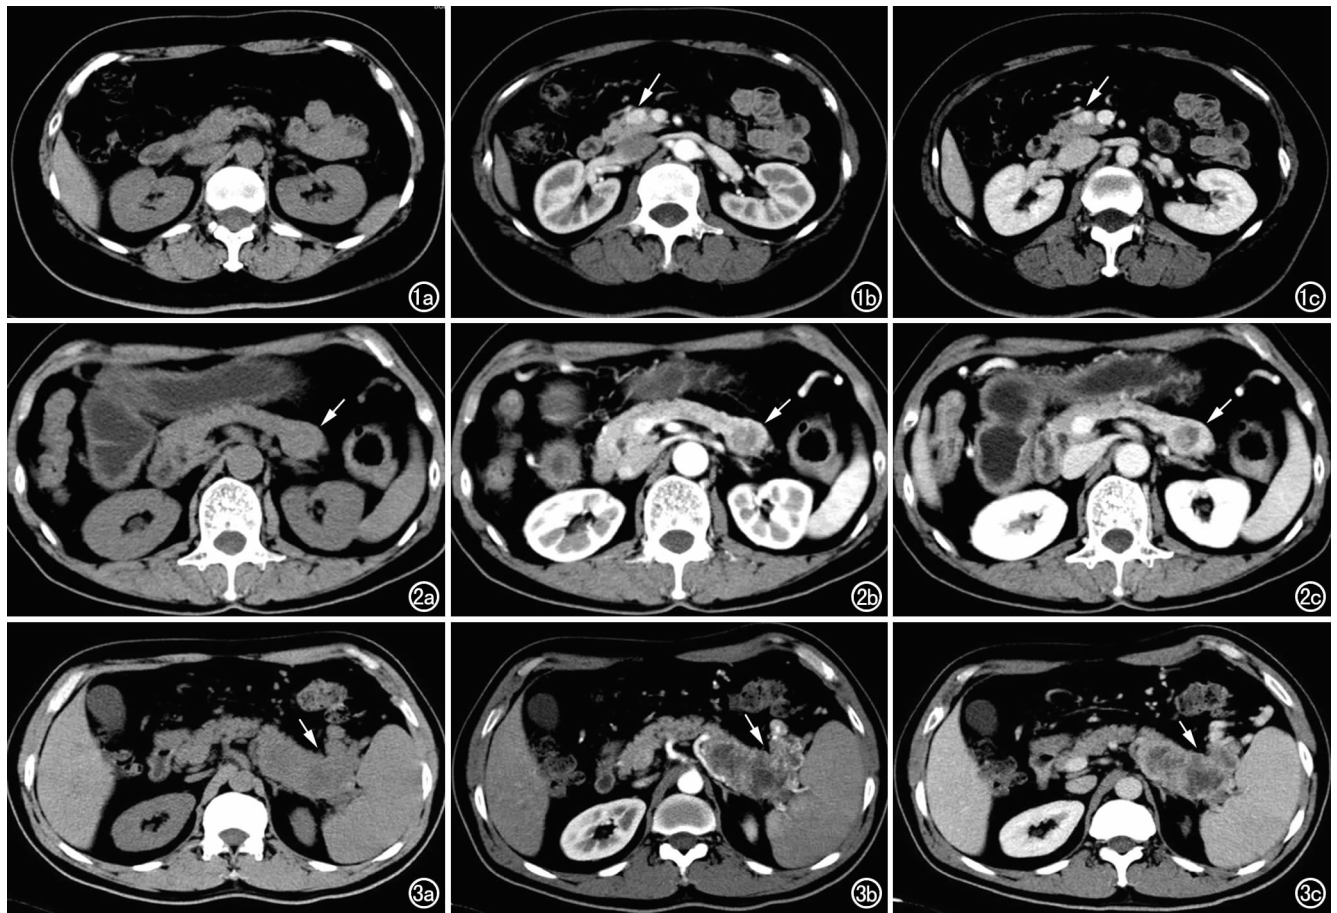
女, 51 岁, G1 级 pNET。a) CT 平扫示胰腺未见明显占位性病变; b) 动脉期增强扫描示胰腺头颈部一个类椭圆形明显强化灶(箭), 边界清; c) 静脉期增强扫描示病灶强化稍减退, 但仍呈相对高密度(箭)。
